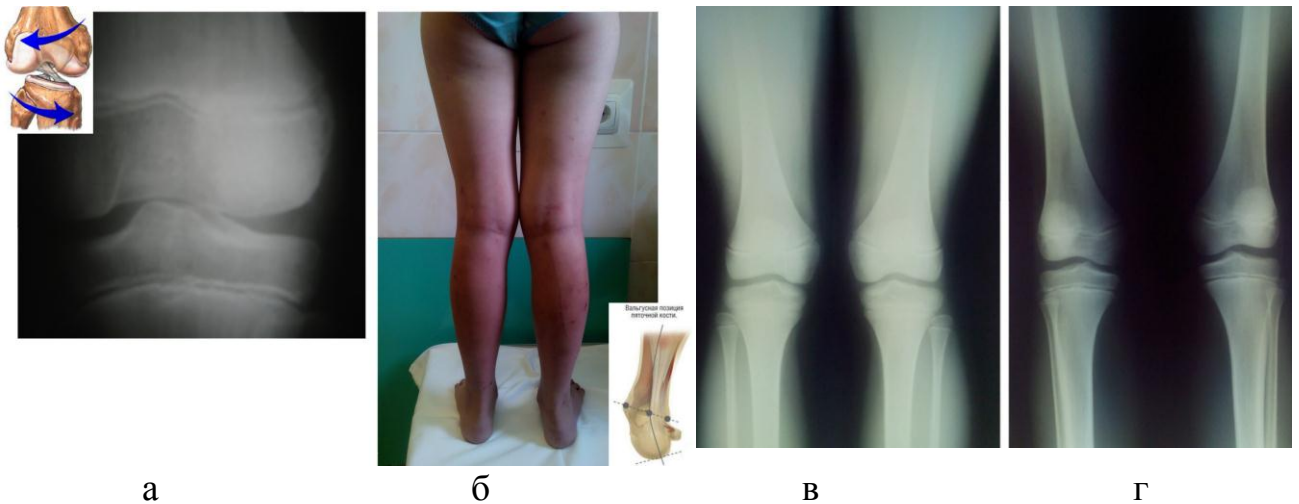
Клиническая и рентгенологическая картина патологических изменений коленного сустава у детей в возрасте 14 лет. а - ротационная инконгруэнтность суставных поверхностей, б - вальгусная девиация голеней и стоп; в - вальгусной деформации голени с инконгруэнтным положением суставных поверхностей; г - норма
